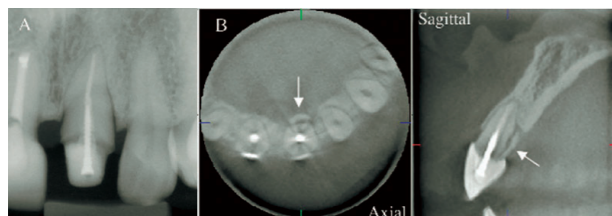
Radiografía periapical del incisivo central izquierdo sin la corona. Imagen CBCT (B) axial y sagital muestra fractura dentaria corono-radicular y fractura de tabla palatina.
